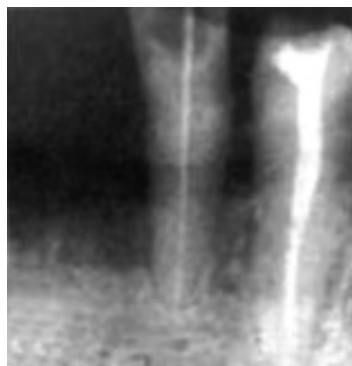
Determinarea orientativă a lungimii canalului după radiografia diagnostică*
